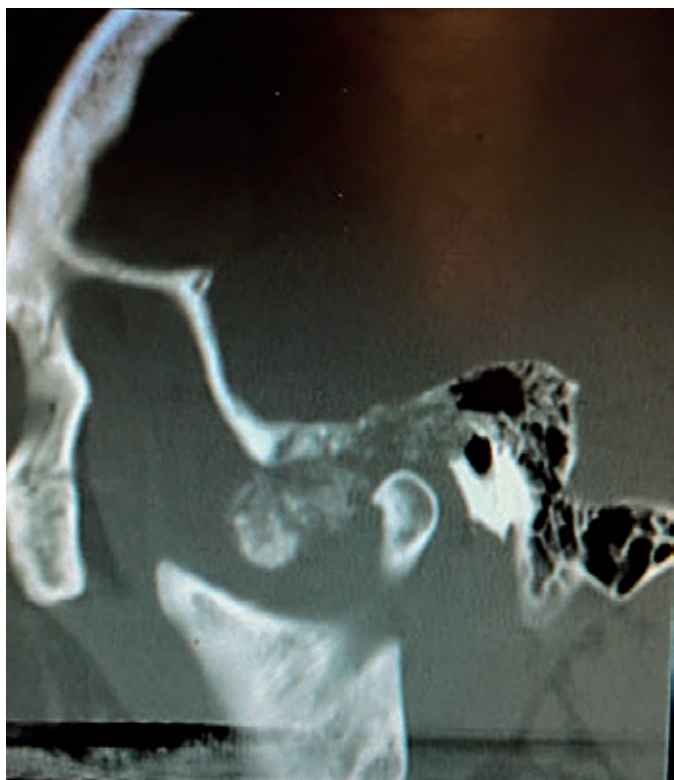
TC del massiccio facciale: particolare dell'ATM interessata da condromatosi
